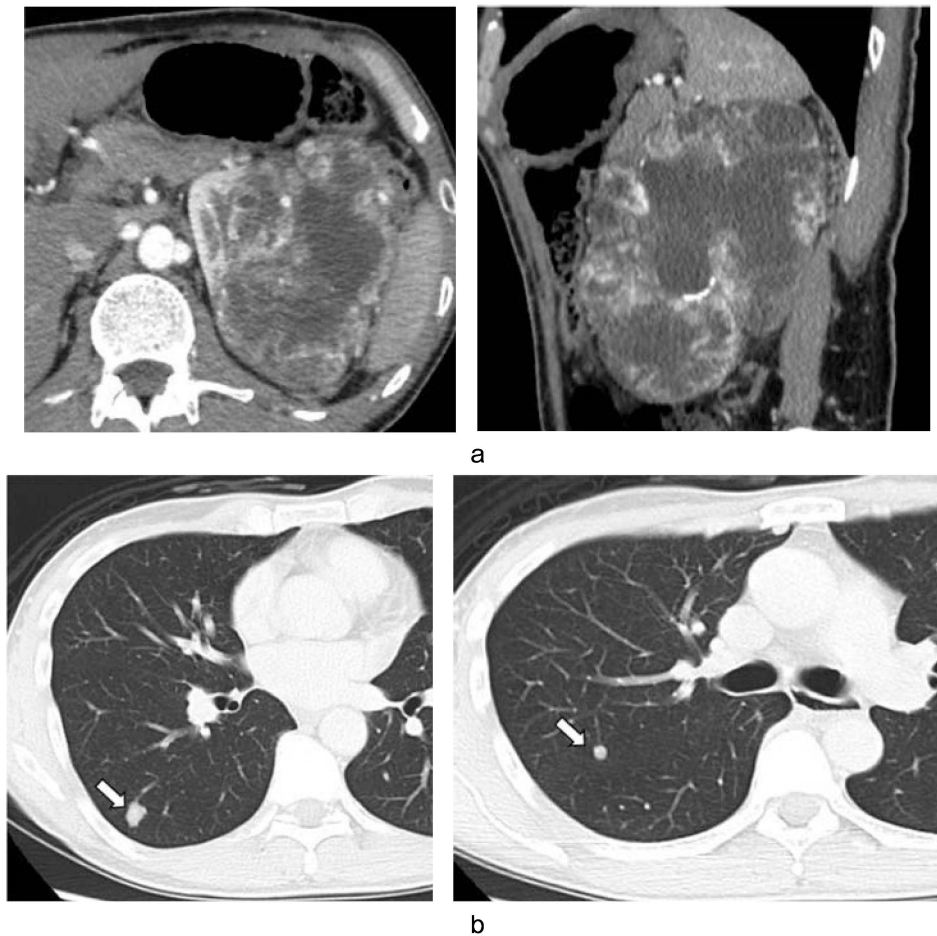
a: Contrast-enhanced CT scan showed a 12 cm renal tumor in the left kidney (left: axial section, right: sagittal section). b: Representative images of lung metastases (arrow).
